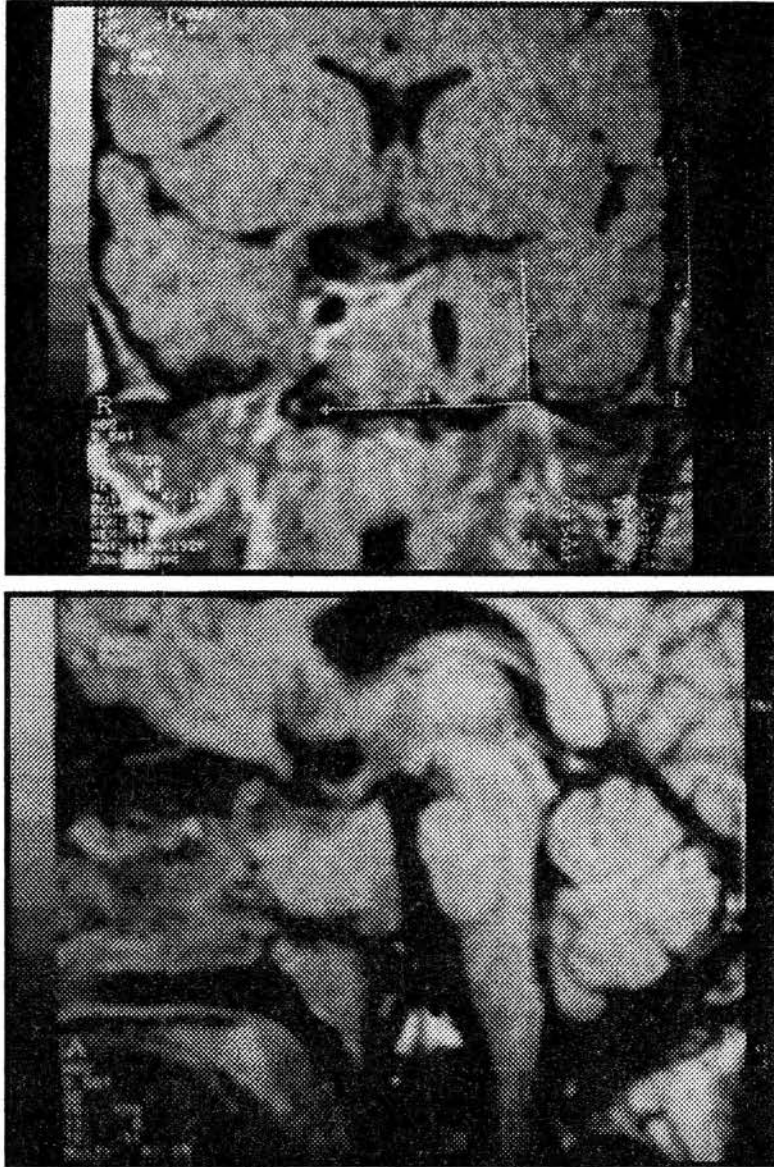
Resonancia magnética posquirúrgica de la segunda paciente.
